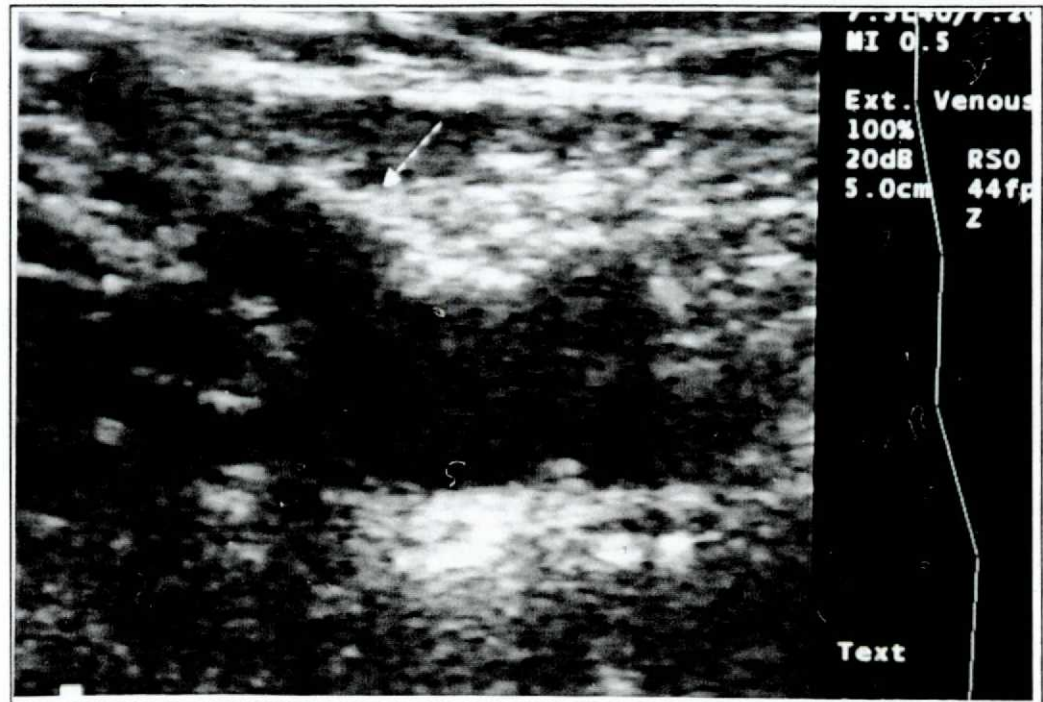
JUNÇÃO SAFENO-FEMORAL AO ECO-DOPPLER COLORIDO
